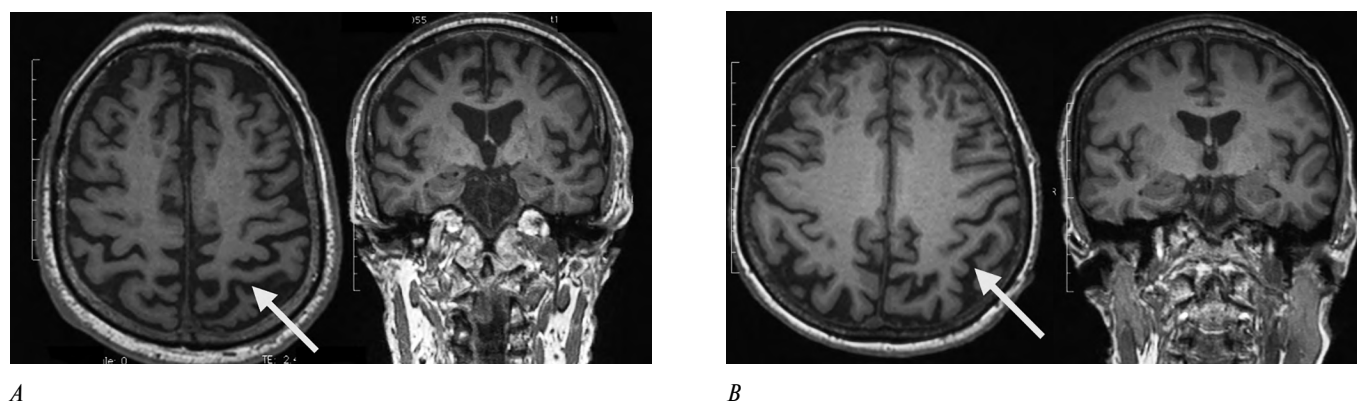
МРТ головного мозга пациентов с фенотипом КБС при нормальном соотношении биомаркеров (А) и изменённых биомаркерах (уровень бета-амилоида 1–42 и тау-белка в ЦСЖ — В). Стрелками указаны зоны гипотрофии в теменной области слева (контралатерально клиническим проявлениями) при сохраненной области гиппокампа в обоих случаях.
